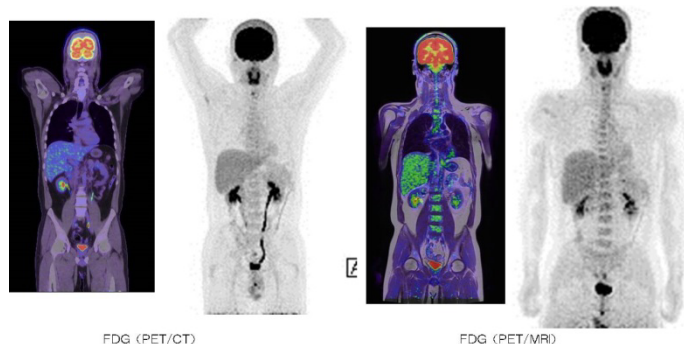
Fusion (color) and MIP images (B&W) measured by PET/CT equipment (left) and PET/MR equipment (right) in same healthy volunteer.
